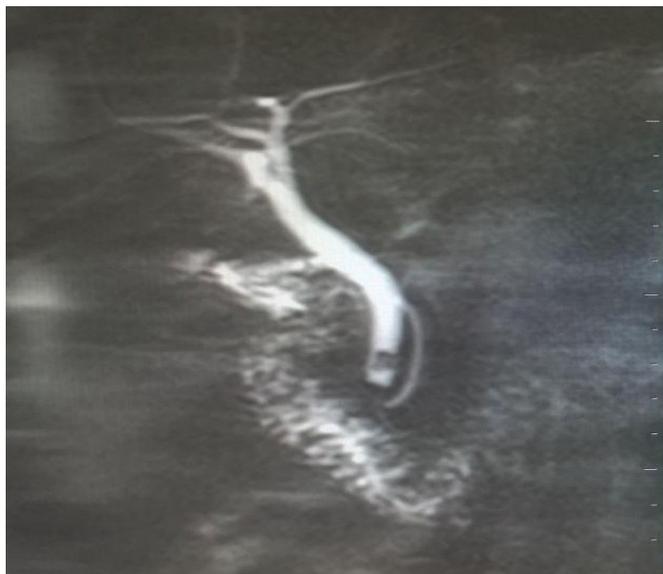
МРТ-холангиография. Конкремент в терминальном отделе холедоха.
